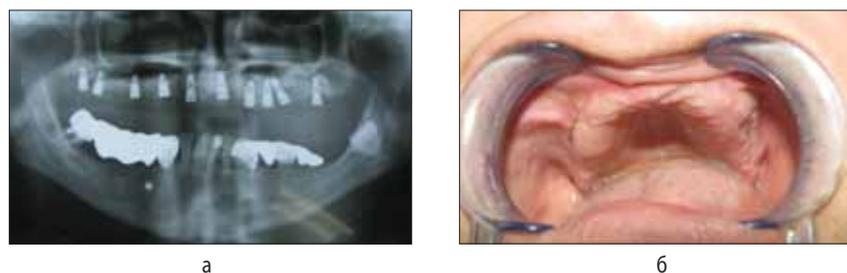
Через месяц после операции пациентке проведена контрольная рентгенография челюстей (а), состояние альвеолярного отростка без признаков воспаления (б)
